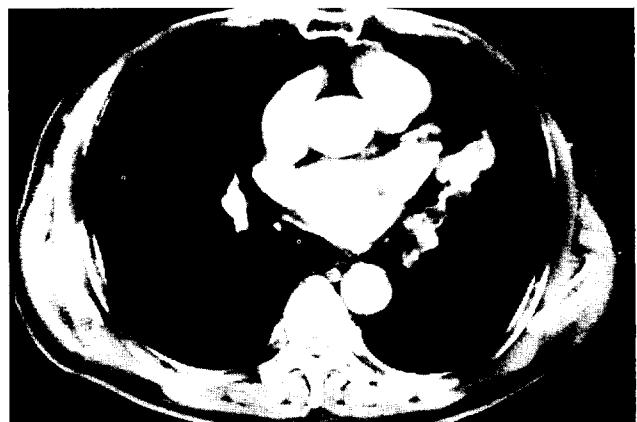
흉부단층촬영에서 좌폐하엽부에 경계가 불분명한 종괴가 관찰됨.
